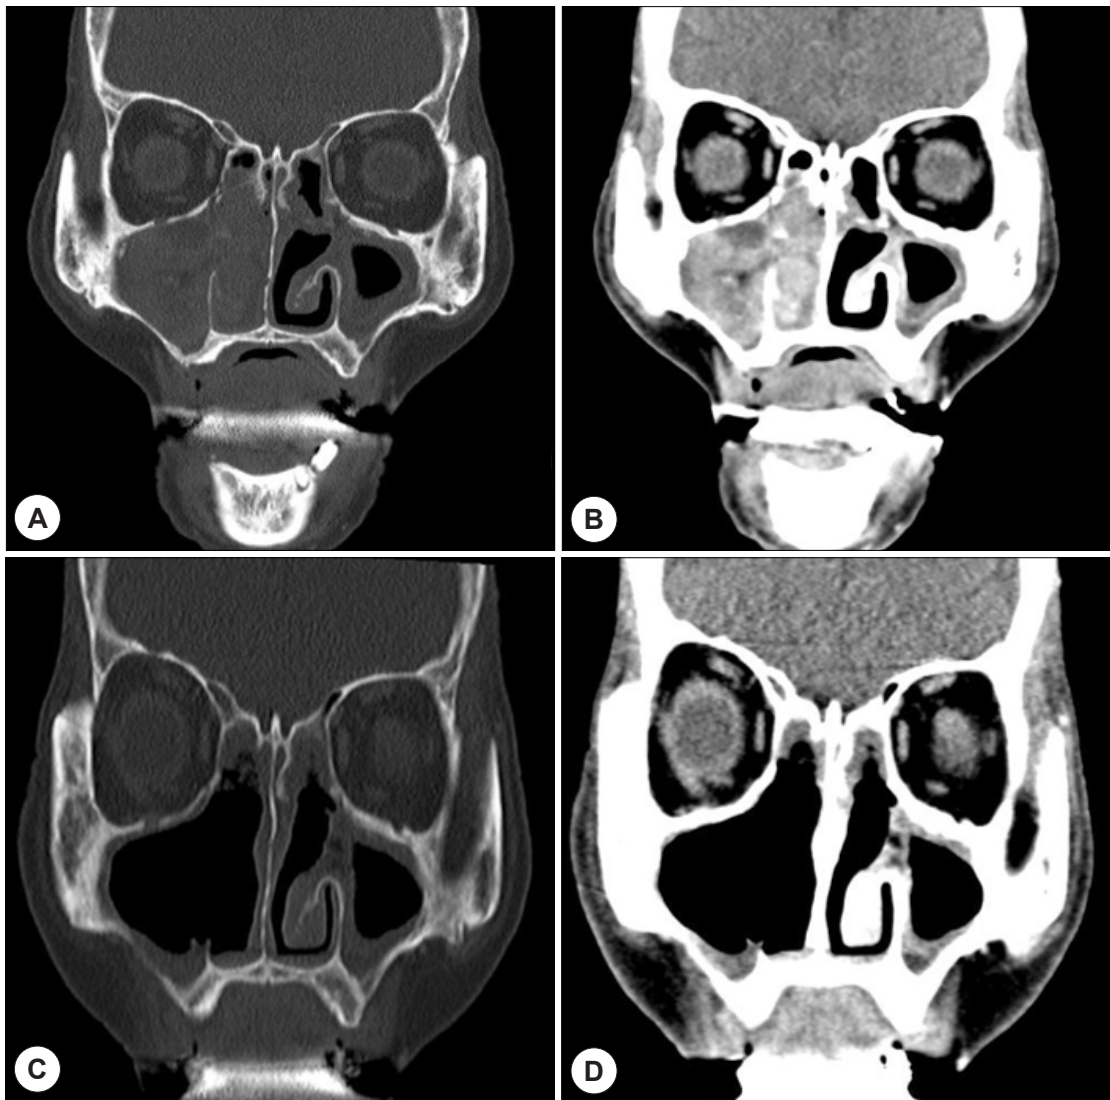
Preoperative and postoperative CT findings of Case 2. Preoperative coronal face CT scan show heterogeneous enhancing lesion involving right nasal cavity, right maxillary and ethmoid sinus with bone erosion in nasal turbinates and adjacent maxillary and ethmoid sinus (A, B). Postoperative coronal face CT images show that the mass lesion disappeared (C, D).
